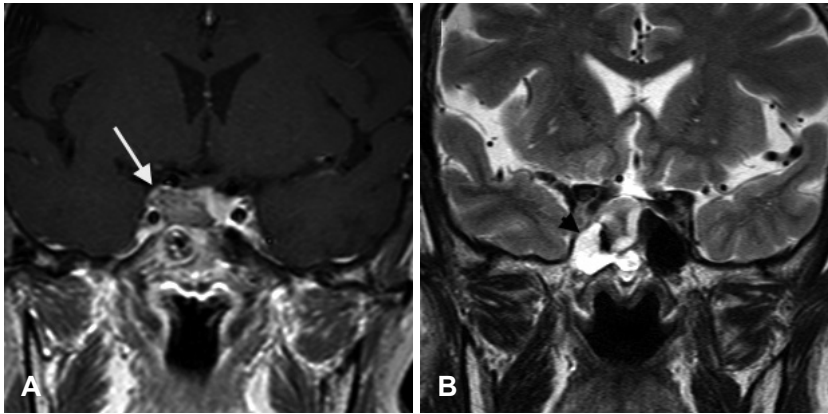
Preoperative sellar magnetic resonance images revealed a 2×1 cm sized sellar mass invading into the right cavernous sinus (white arrow) on contrast-enhanced T1-weighted image (A) and accompanying sphenoid sinusitis (black arrowhead) on T2-weighted image (B).
